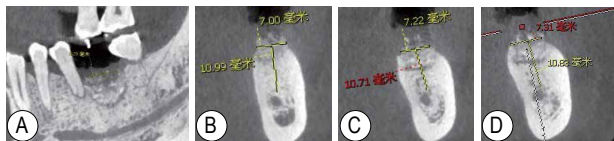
36 拔牙位点保存后6个月(种植前)CBCT截图 A: 矢状面; B~D为冠状面, B: 近中; C: 中央; D: 远中
